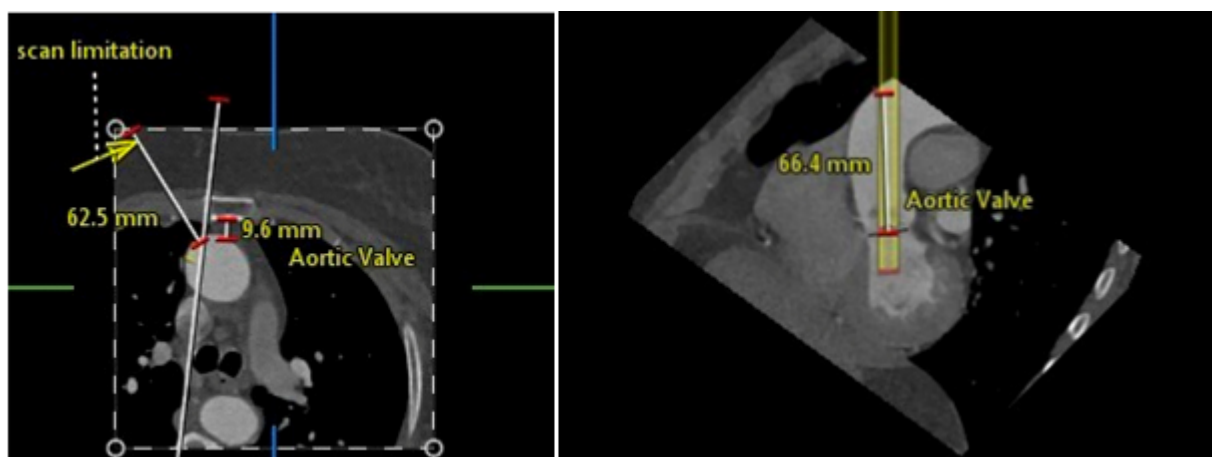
Estudio de tomografía computarizada en el que puede verse a la izquierda en un corte axial la relación de la aorta con el esternón y un posible acceso por toracotomía derecha (flecha). A la derecha, se puede ver el punto teórico de punción de la aorta a una distancia de 6,6 cm del anillo valvular aórtico.
